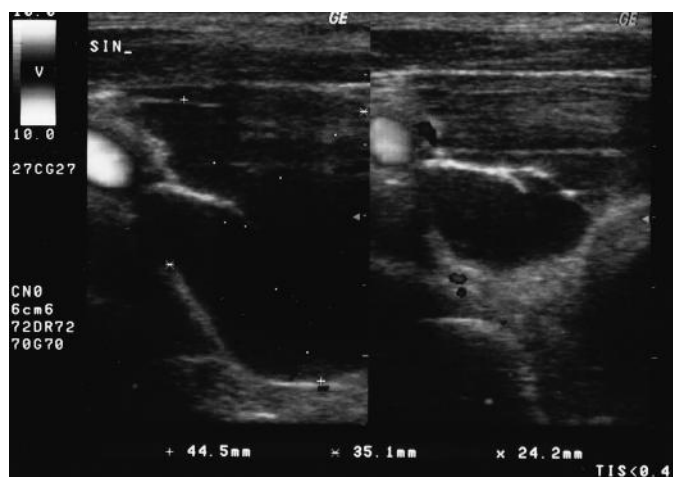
L'ecografia del collo reperta la ghiandola tiroidea in sede, regolare per morfologia e grandezza. Il profilo esterno del lobo sinistro della tiroide riceve un'impronta estrinseca da una voluminosa formazione cistica con volumetria di circa 44x35x24 mm con contenuto liquido con vascolarizzazione periferica.
